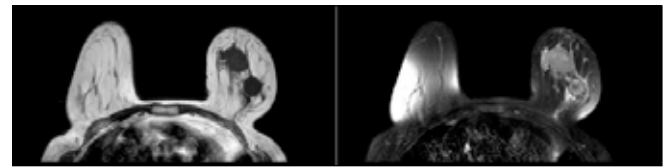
On MRI, masses showed low signal intensity on T1-weighted images and intermediate-high signal intensity on T2-weighted images.
